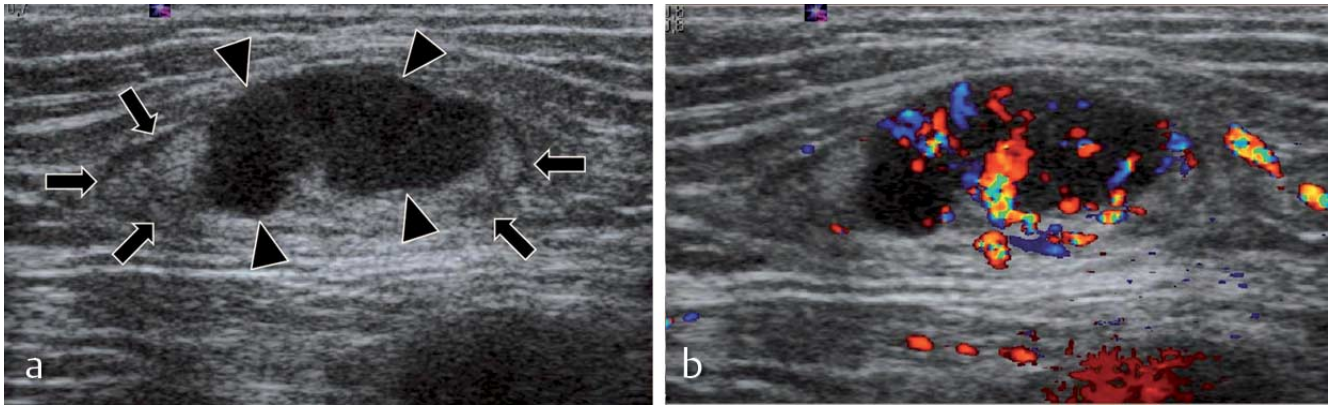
Partiiell befallener Lymphknoten der Leistenregion durch eine Melanometastase a im B-Bild und b Farbdoppler-Bild. Ein Teil des Lymphknotens ist normal abgebildet (Pfeile) mit schmalen echoarmem Kortex und breitem echoreichem Hilus. Der Tumor lässt sich durch eine beträchtliche, exzentrische, echoarme Kortextverbreiterung gut erkennen (Pfeilspitzen). Der Farbdoppler zeigt intratumoral eine deutliche, ungeordnete Durchblutung.
